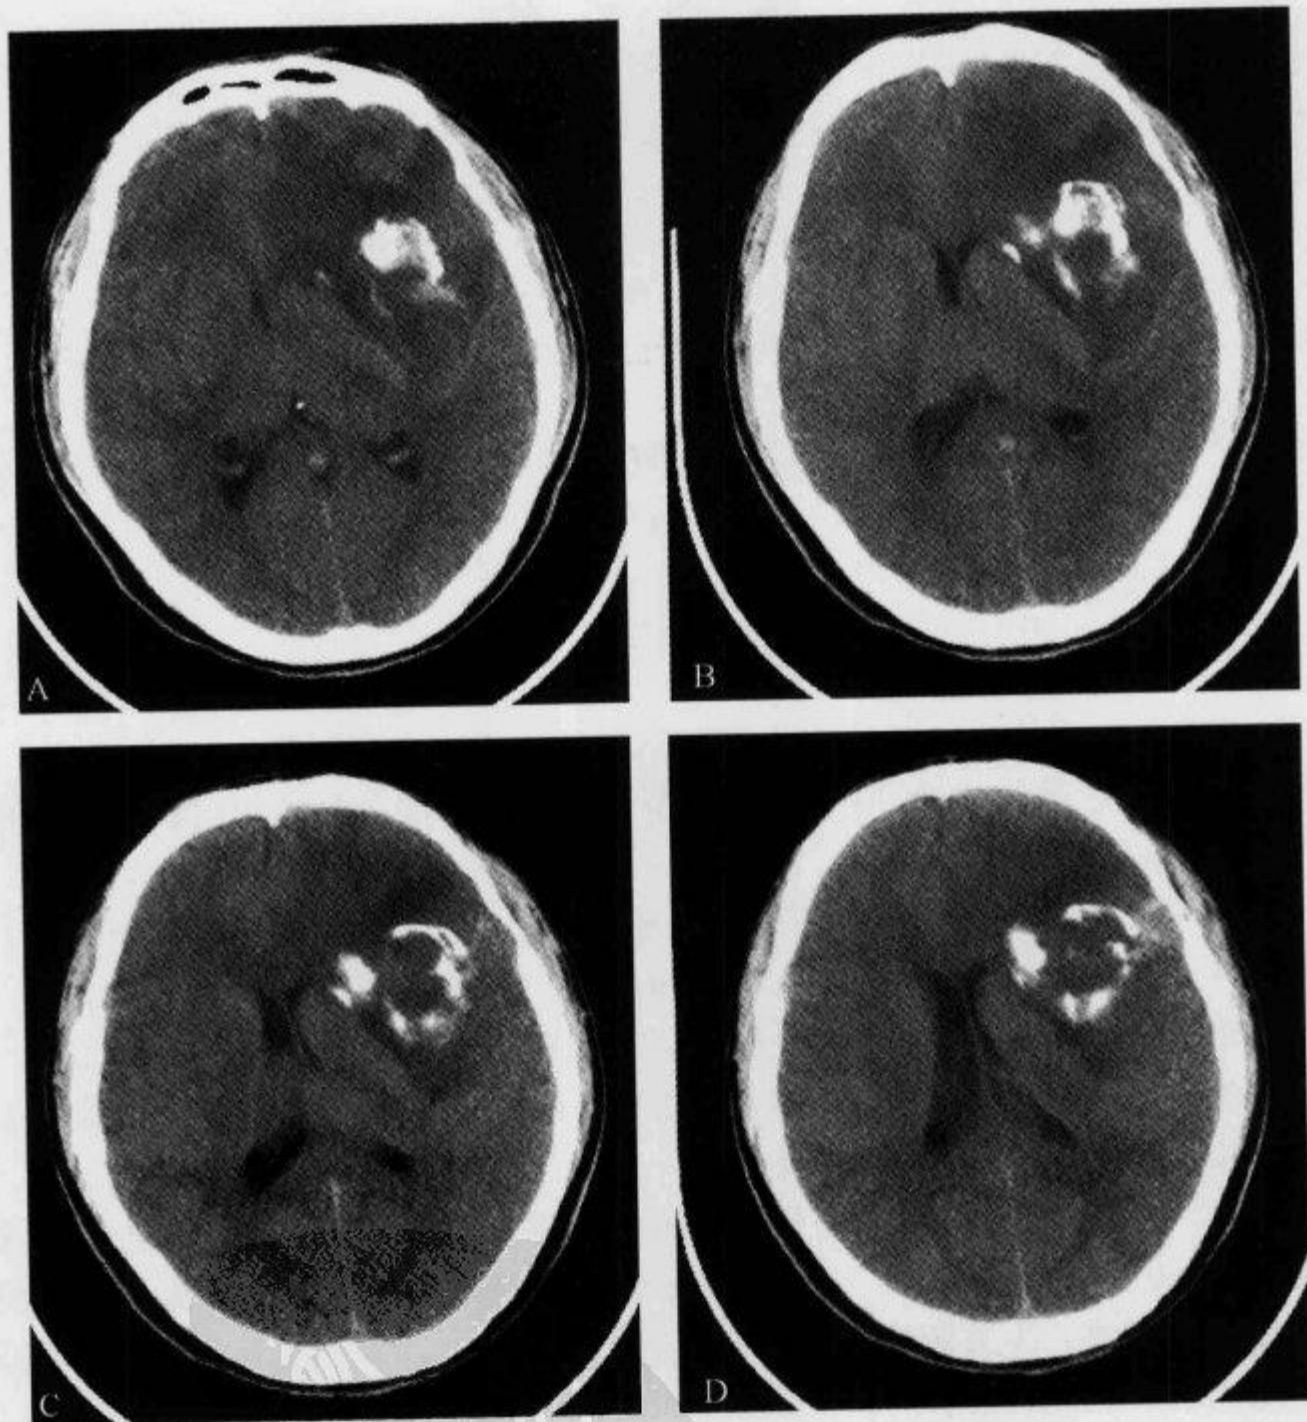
CT 平扫示“弯曲条带状钙化”
